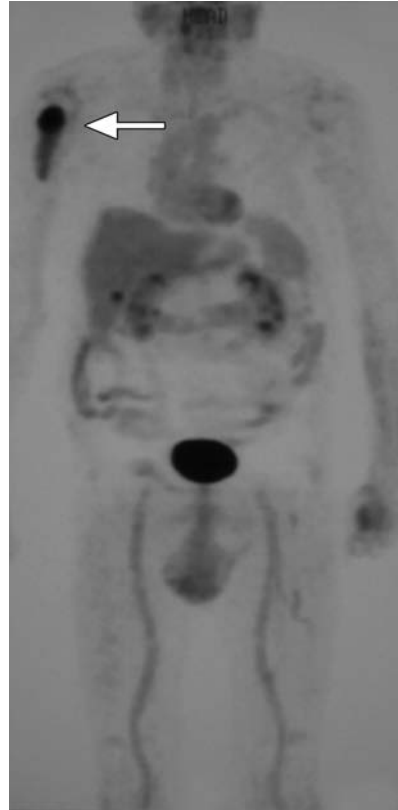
Tomografía por emisión de positrones (PET) en la que se aprecia captación patológica en el húmero derecho de un paciente afecto de mieloma con plasmocitoma humeral derecho.
